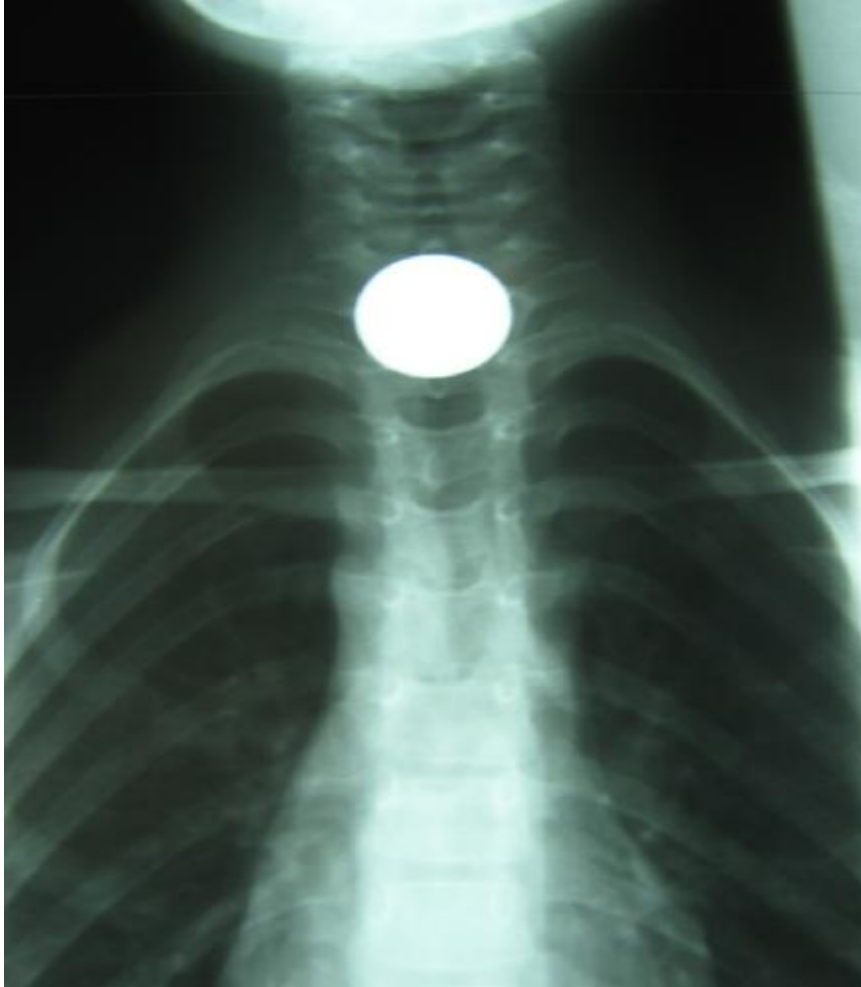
Radiographie thoracique de face visualisant la présence d'une pièce de monnaie au niveau du tiers moyen de l'œsophage
